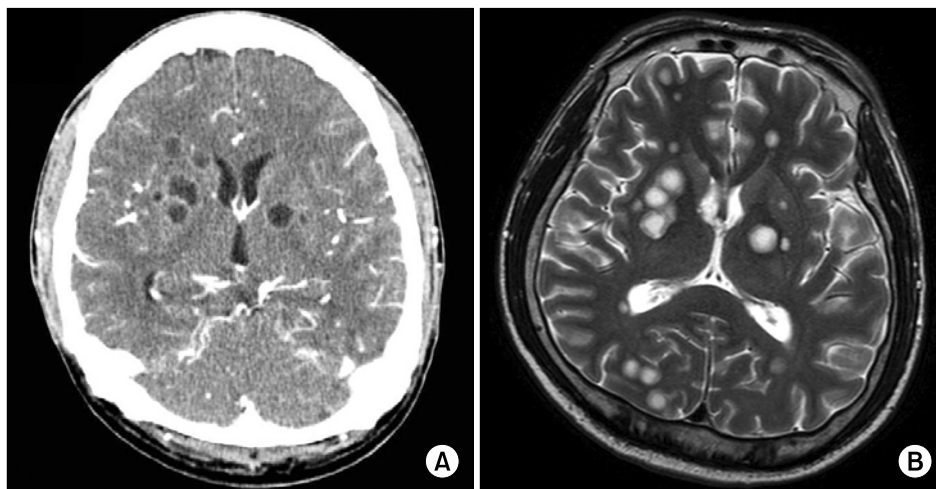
Brain CT (A) obtained 33 days after the near-drowning accident and axial T2 weighted MR image (B) showed multiple hyperintense lesions with slightly hypointense rim with minimal surrounding edema.
